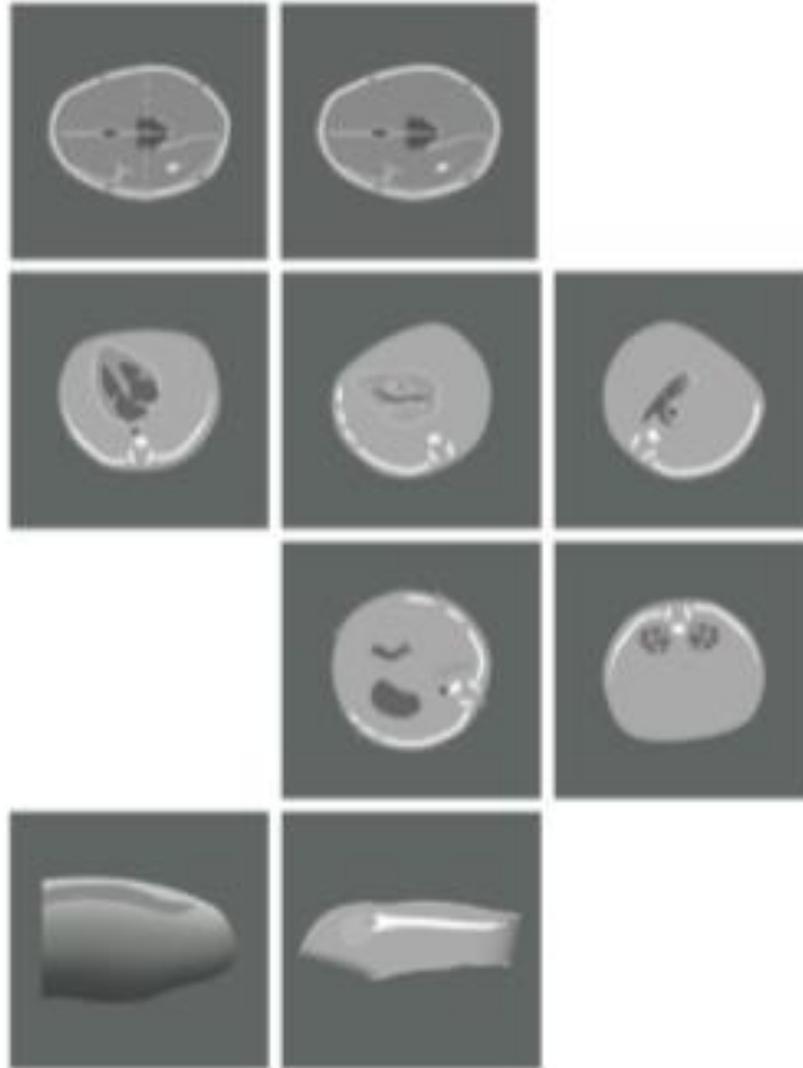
Silhouettes des images à fournir lors de l'échographie de dépistage du troisième trimestre
